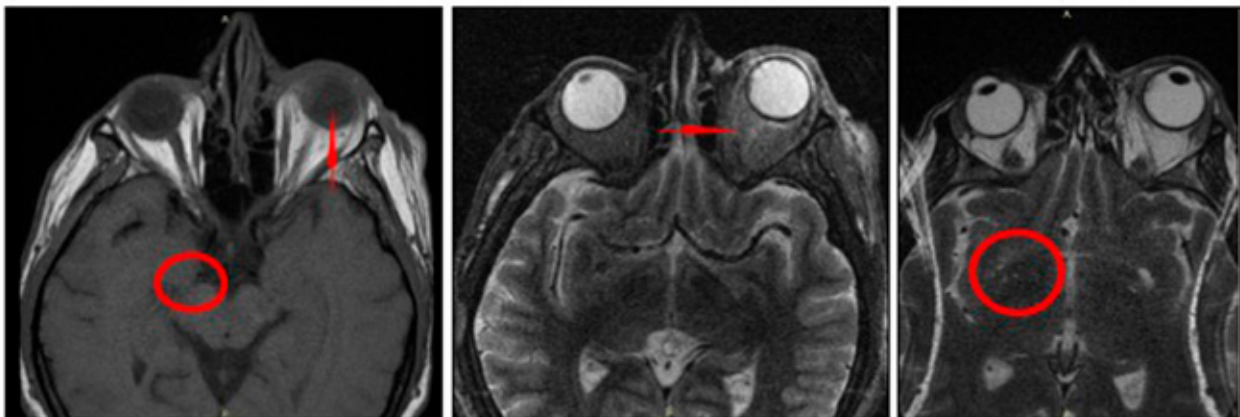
Endoftalmitis endógena. RM de cerebro y órbitas: panoftalmitis izquierda complicada con neuritis óptica (flecha roja horizontal) con signos de desprendimiento de retina (flecha roja vertical) y áreas focales de infarto en estadio agudo en territorio de arterias perforantes (círculos rojos). Fuente: los autores.
